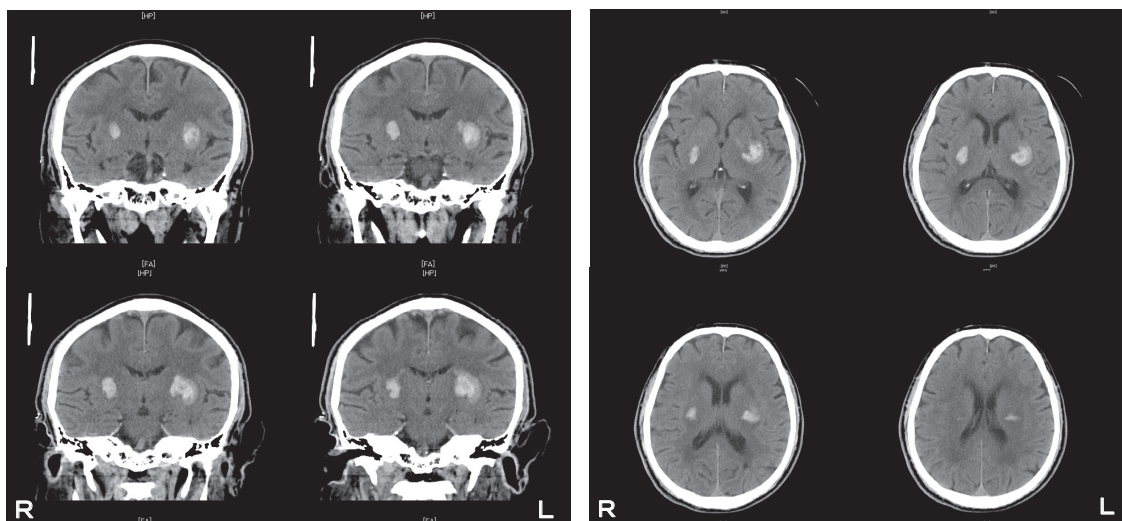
発症時の頭部X線CT画像(左図:冠状断面、右図:水平断面)
